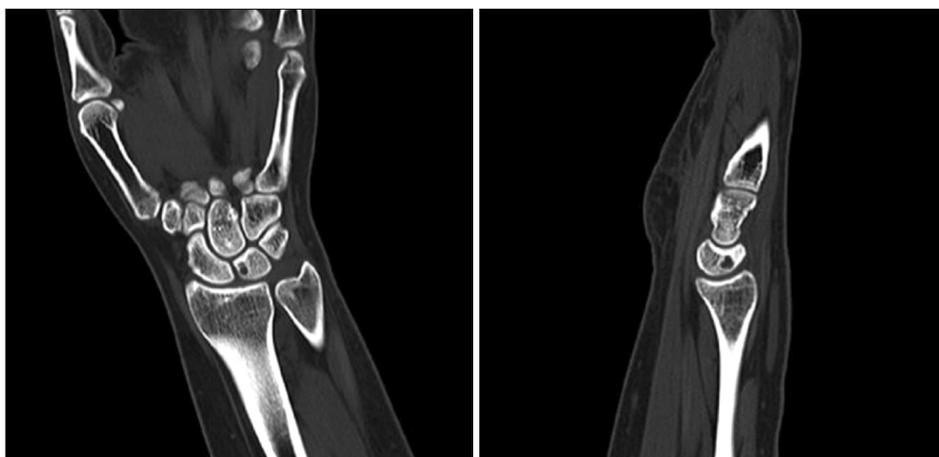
CT shows about 4×4 mm small subcortical lesion of the lunate.
